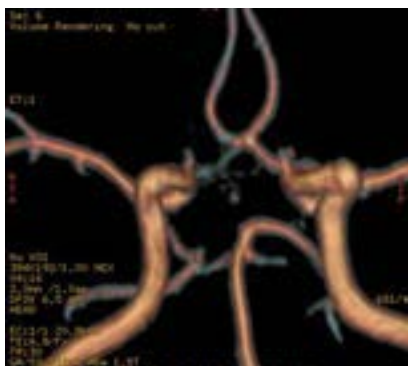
Hipoplazia segmentului A1 de partea dr. (reformat 3D, IRM)
